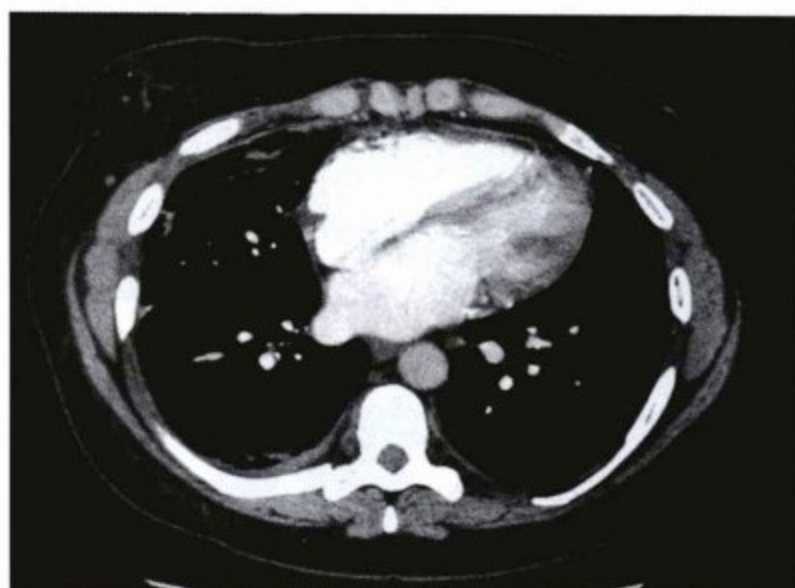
缩窄性心包炎增强胸部CT扫描示心包厚度正常,尽管外科手术发现心包轻度增厚。由于存在心外膜和心包的脂肪层,右室游离壁外心包显示良好。右室无变形。
